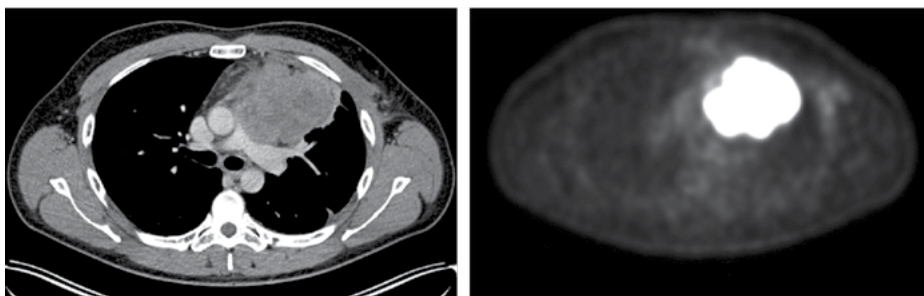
ПЭТ-КТ от 27.02.2020: объемное образование переднего средостения слева с гиперметаболизмом до SUVmax 22,69, метаболическим объемом до 340 см³
